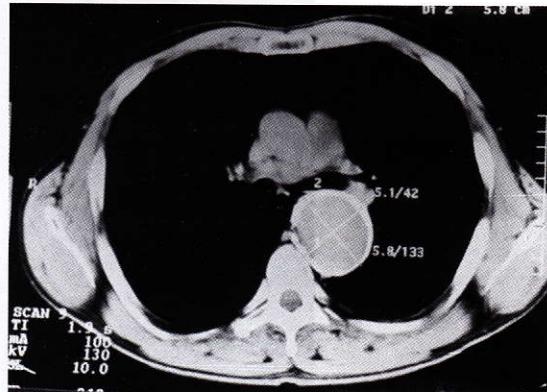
Chest CT scan aneurysm of the descending aorta
